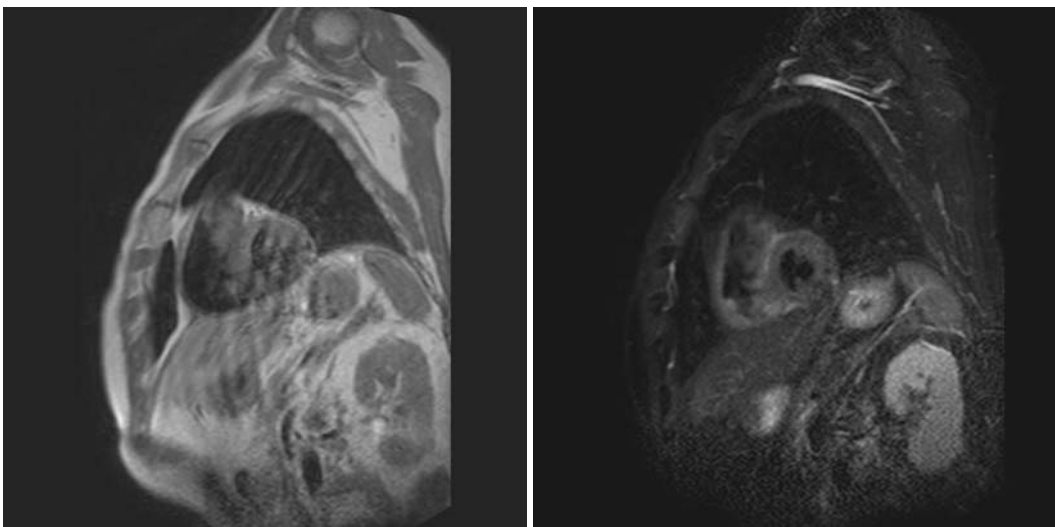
5月入院後心臟MRI (T1強調像BB, T2強調像BB)
